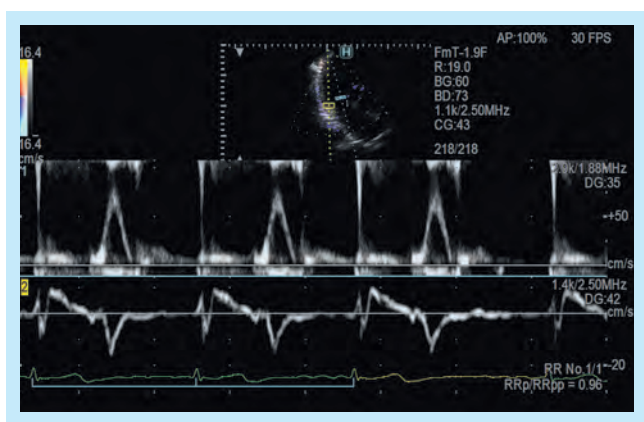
Dual Gate Doppler機能による心時相解析
